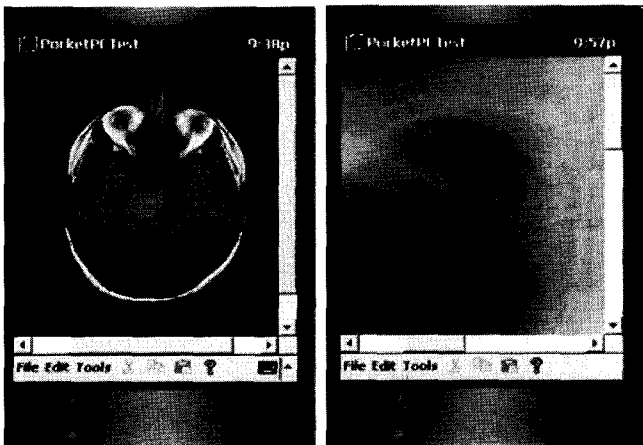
An example of CT head image (left) and CR chest image (right) displayed using the mobile JPEG2000 viewer.
